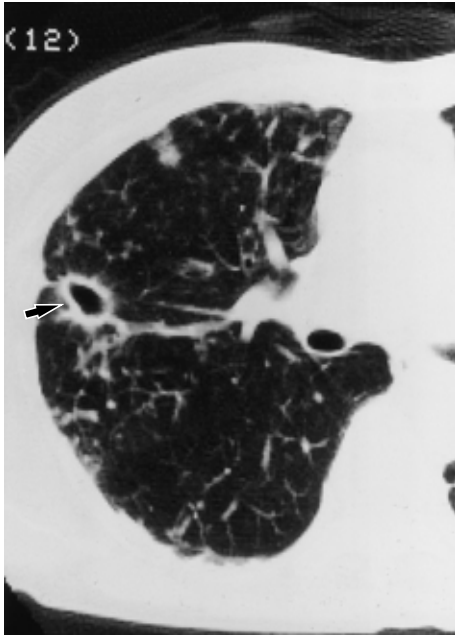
CT scan of a 67-year-old woman with MAC reveals a thin, smooth and even walled cavity in the right upper lobe (arrow).
